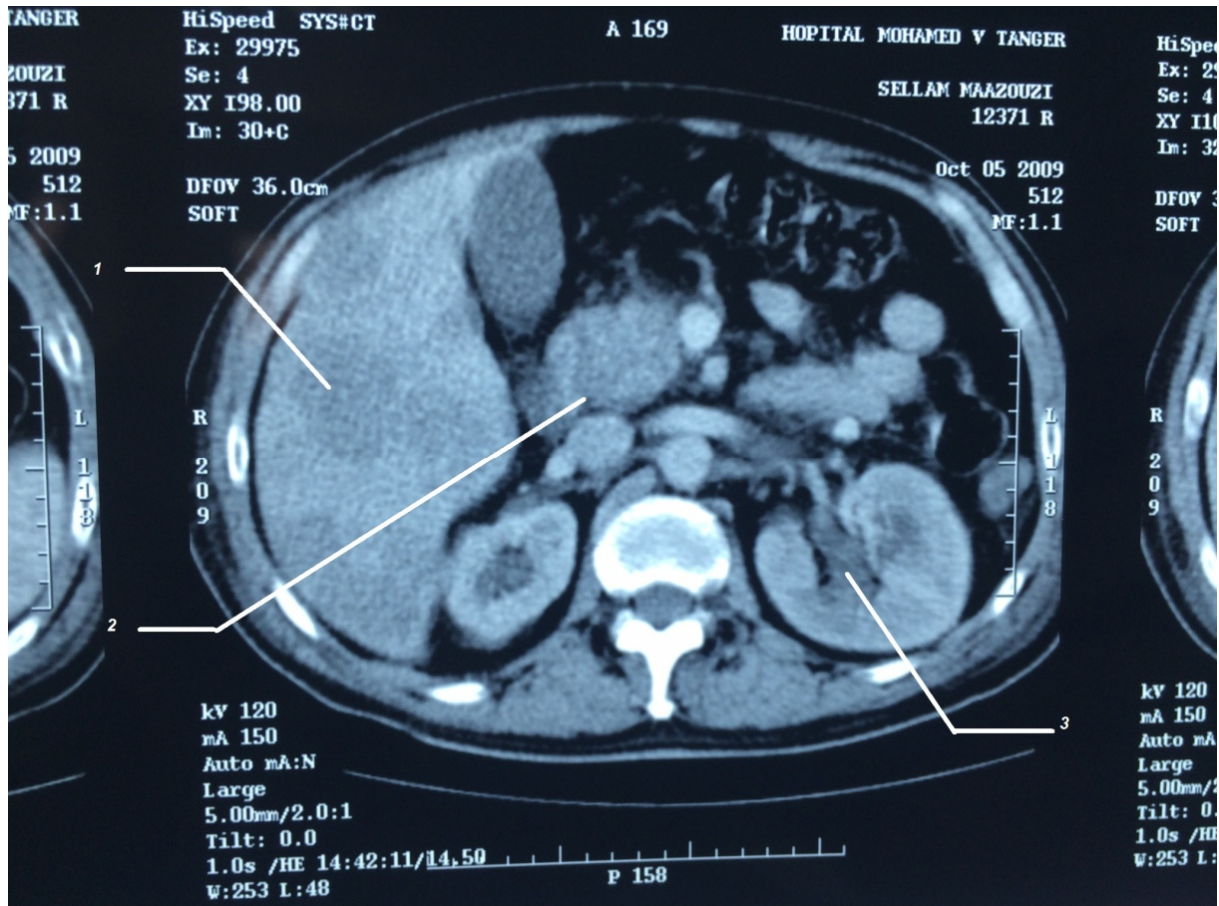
TDM abdominale, coupe transversale montrant :
